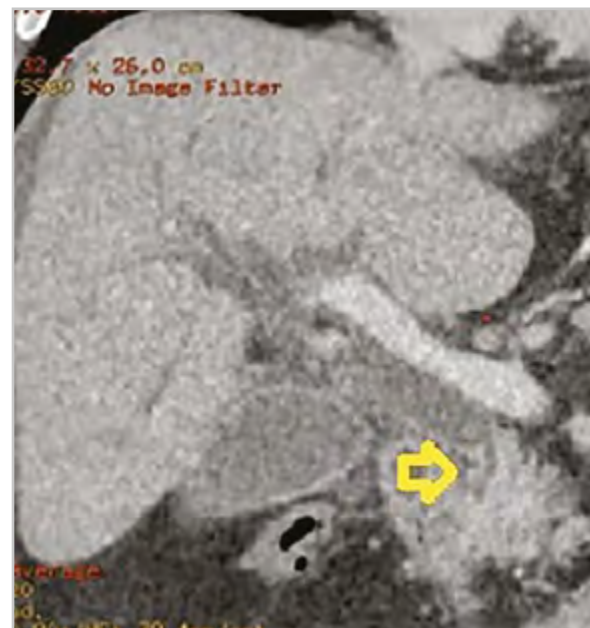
Компьютерная томограмма брюшной полости (корональная проекция), панкреатическая фаза: головка поджелудочной железы однородной структуры. Стриктура интрапанкреатической части гепатохоledoха (*стрелка*)
